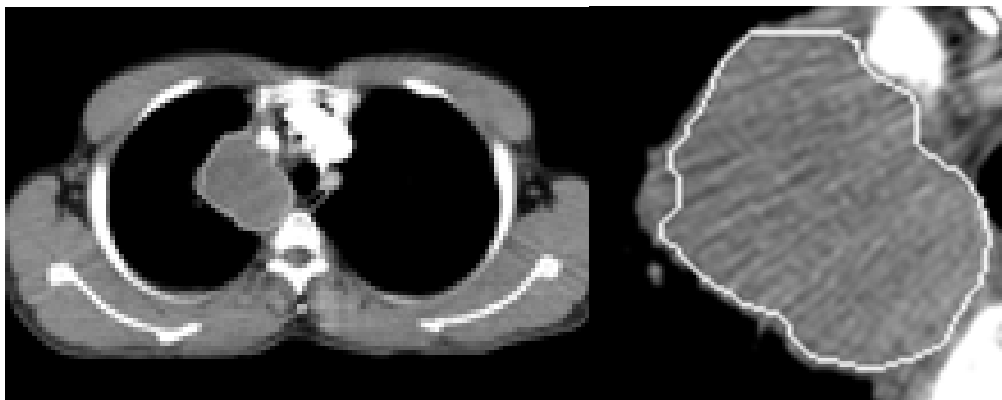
CT polmonare con tracciamento ROI su lesione
